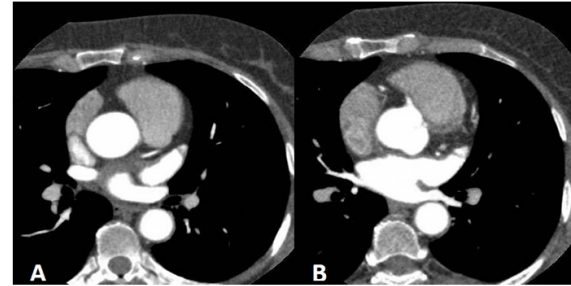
Tomografía con contraste. A: Vena Pulmonar Inferior Izquierda Permeable. B: Vena Pulmonar Superior Izquierda Estrecha.
